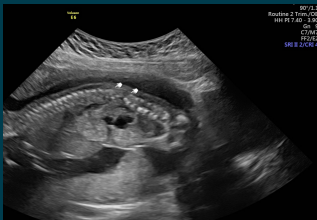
Ecografía prenatal que revela fusión de fetos a nivel pélvico y abdomen inferior .
